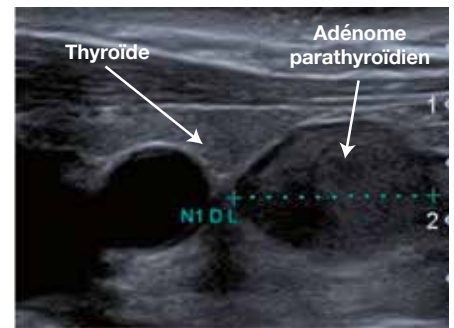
Volumineux adénome parathyroïdien de découverte fortuite en échographie.
